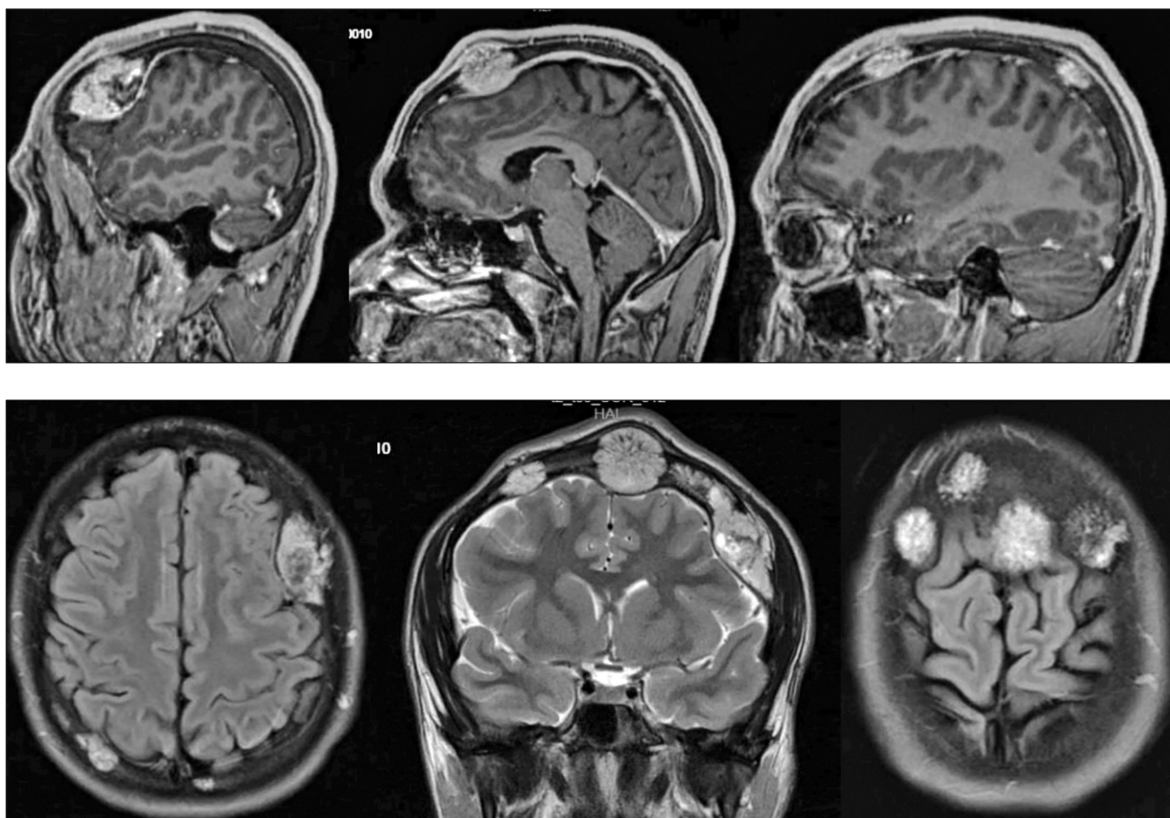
МРТ головного мозга пациента К. В лобной, теменных и затылочной костях определяются множественные округлой формы образования максимальным диаметром до 4 см и толщиной до 2,5 см с неровными четкими контурами, неоднородной структурой, интенсивно неравномерно накапливающие контрастное вещество
